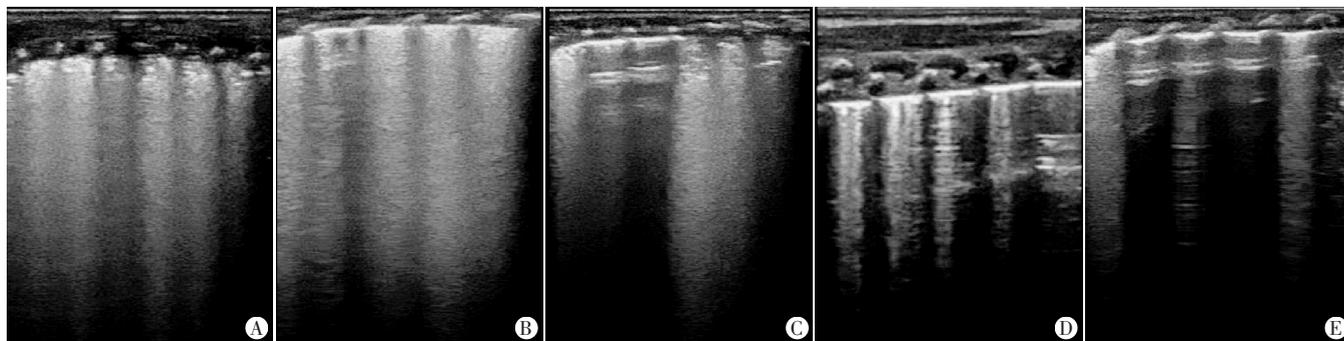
同一RDS早产儿在PS使用前和PS使用后6 h、12 h、18 h、24 h(A~E)的肺部超声表现
